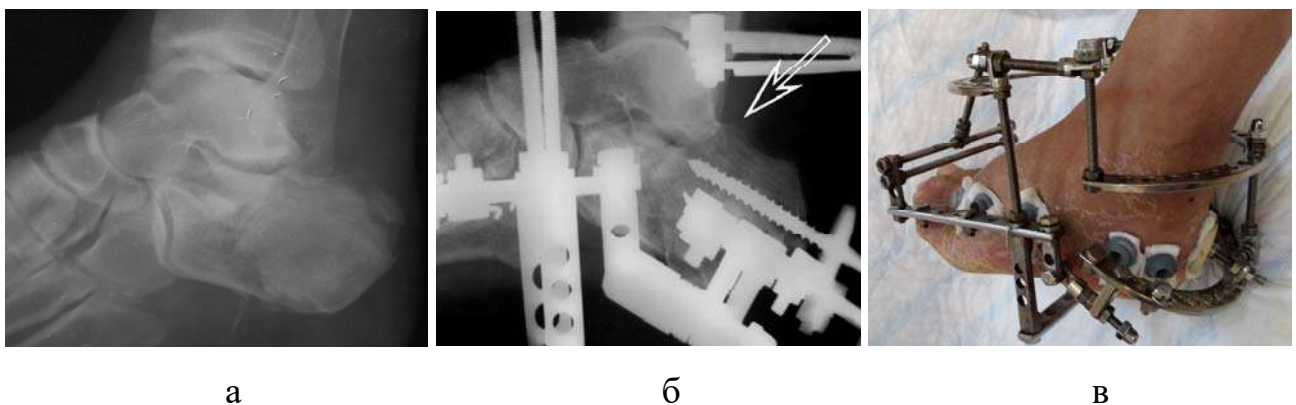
Фотовідбиток рентгенограм в бічній проекції при надходженні (а), після операції (б) та зовнішній вигляд стопи в апараті (в)
